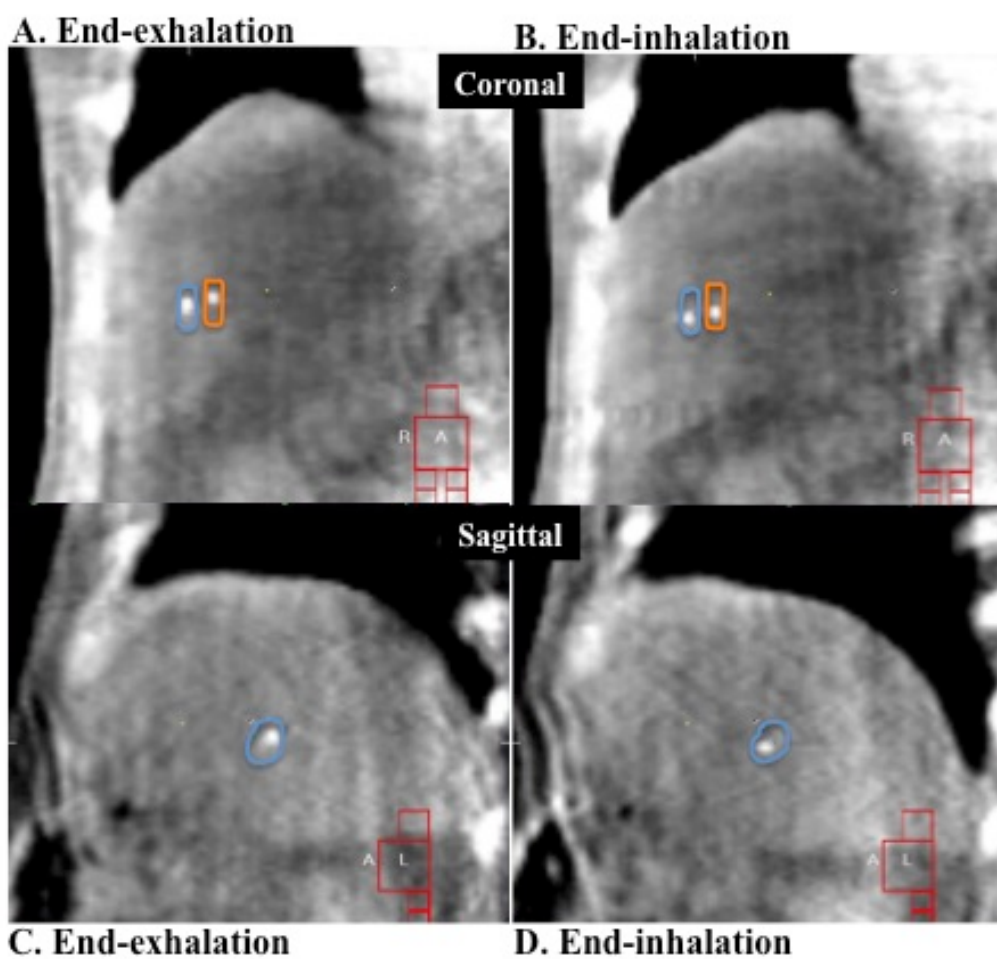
終末呼気相 (A, C) と終末吸気相 (B, D) における 4D-CBCT 画像を示す. 肝腫瘍 SBRT における 4D-CBCT を用いた位置照合は, 金マーカの移動量を反映した体積, 体内マーカ標的体積 (internal marker target volume : IMTV, 青色とオレンジ色) を使用して行った.
